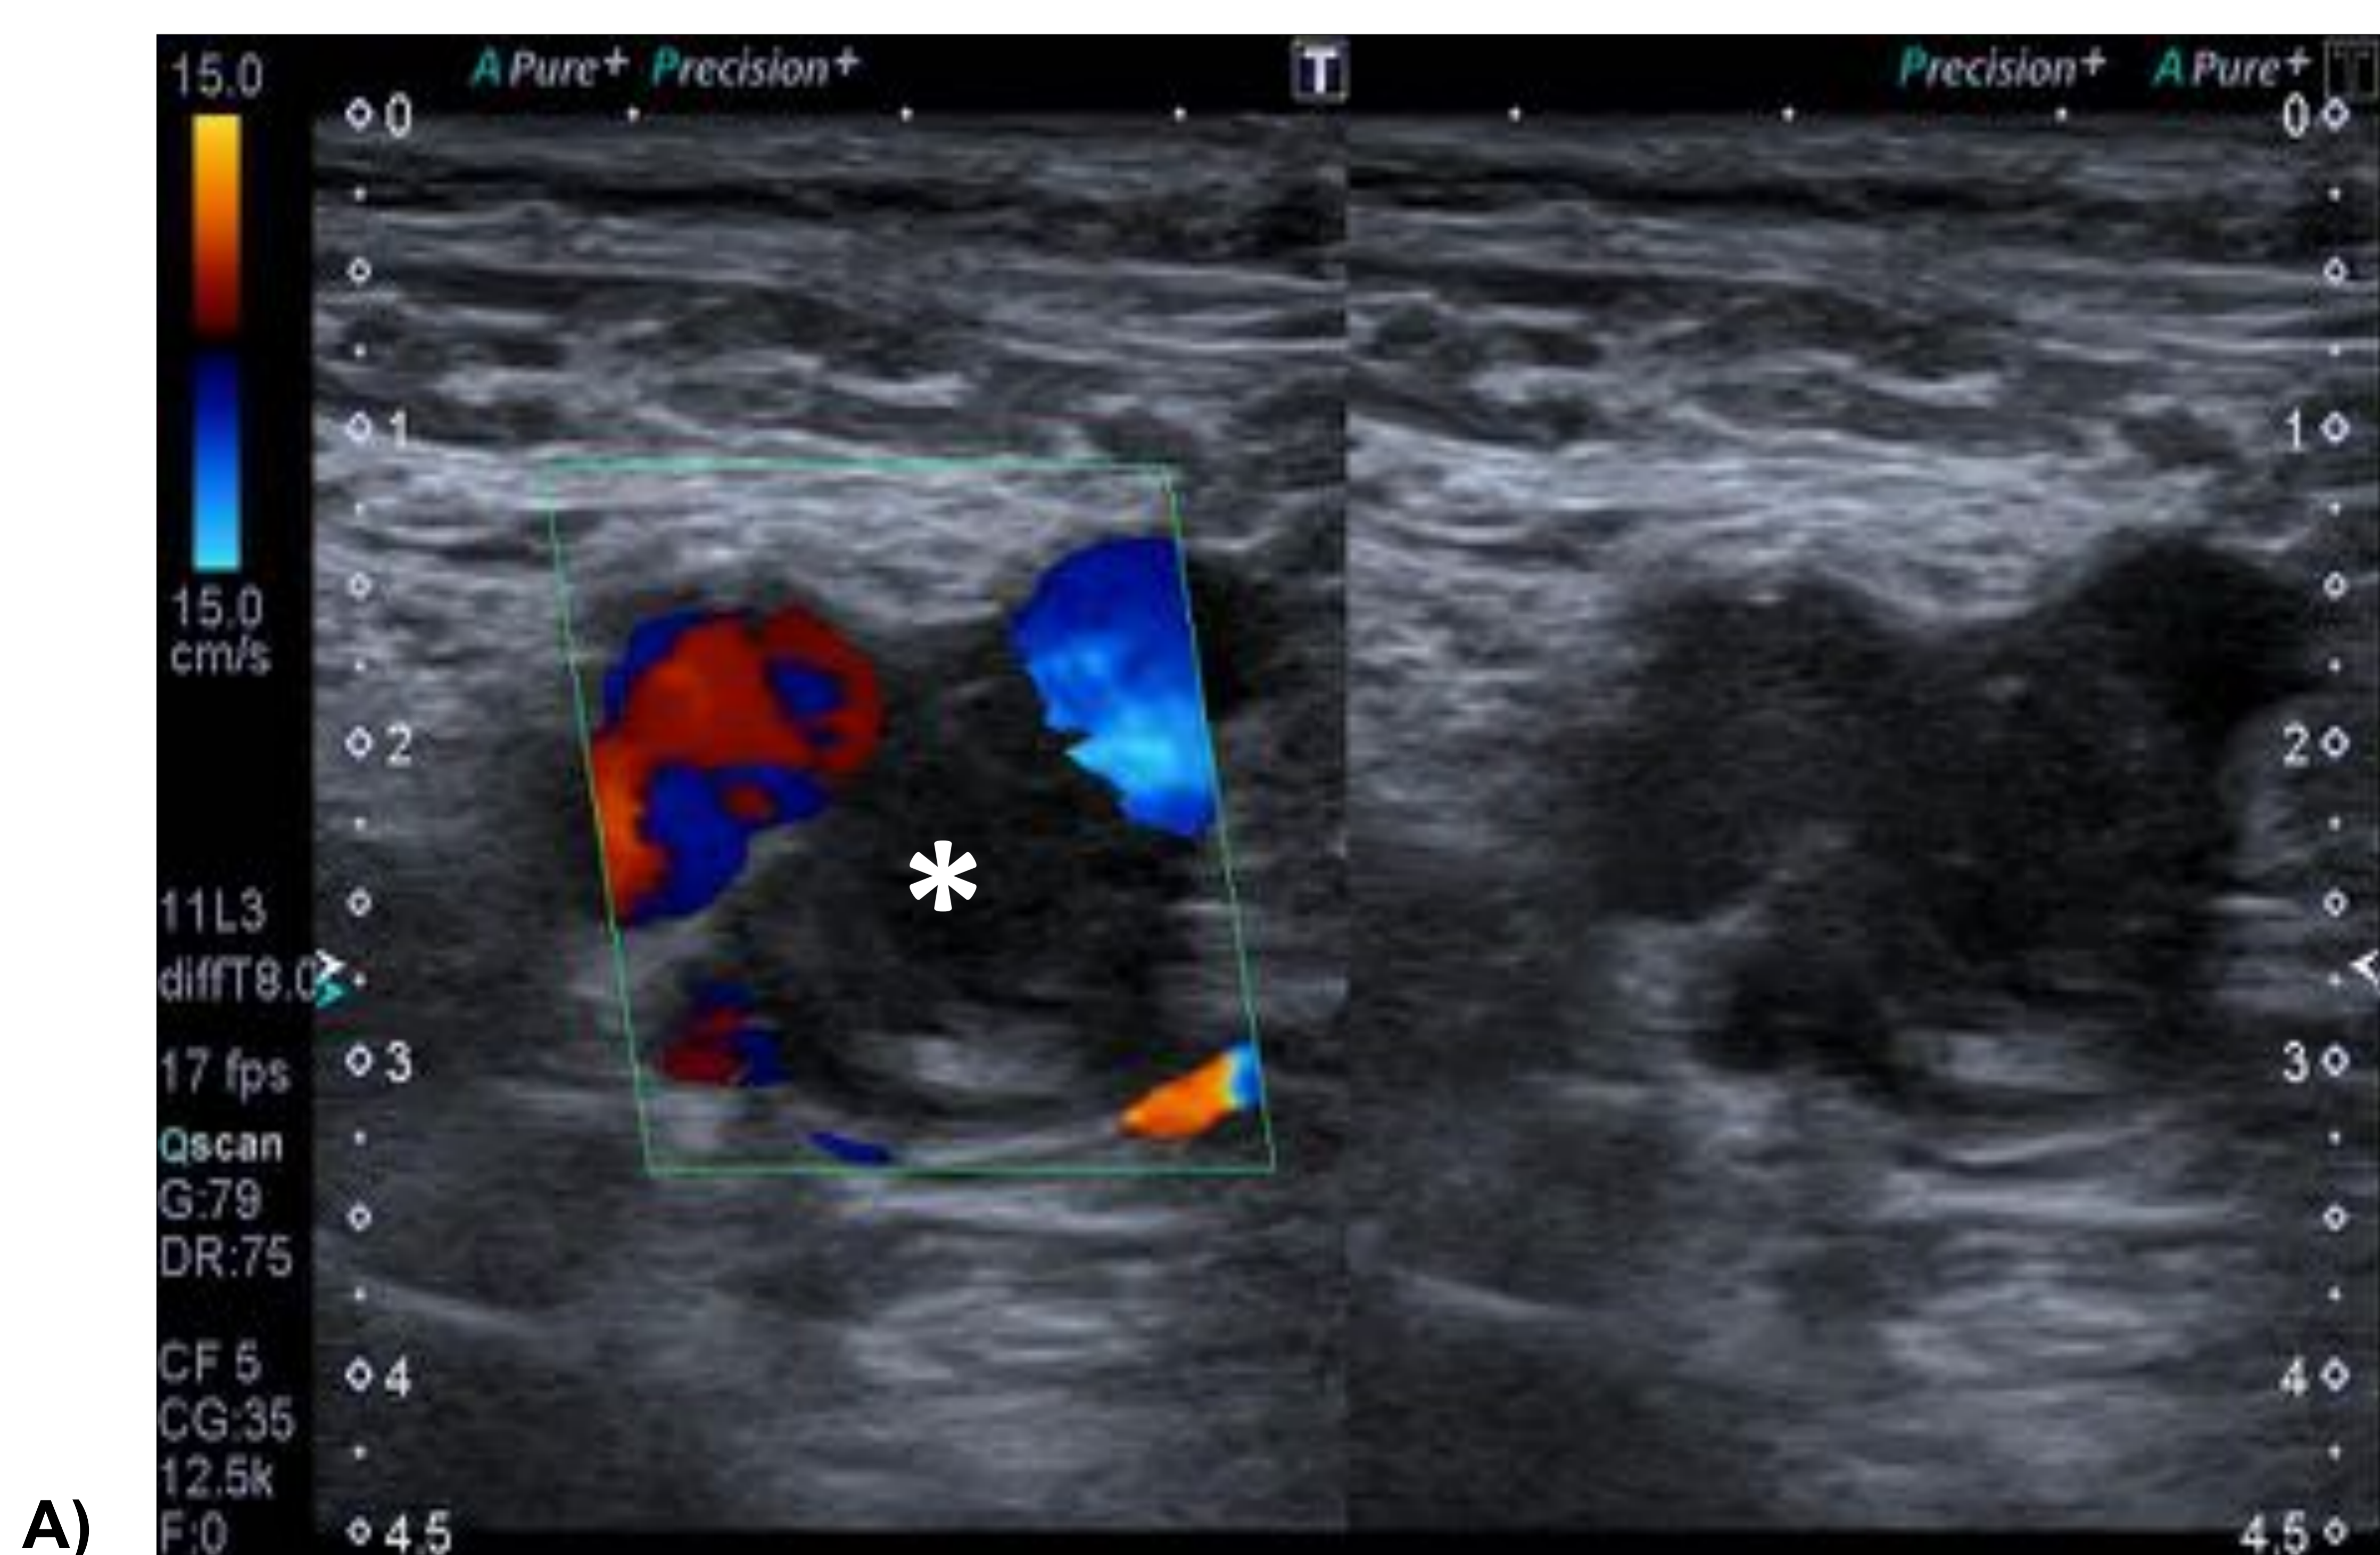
Figura A). Ecografía Doppler color de vena femoral común derecha (corte axial dual), donde observamos aumento de calibre, ocupación por material ecogénico y ausencia de flujo, secundario a trombosis venosa profunda (TVP) aguda (*).
